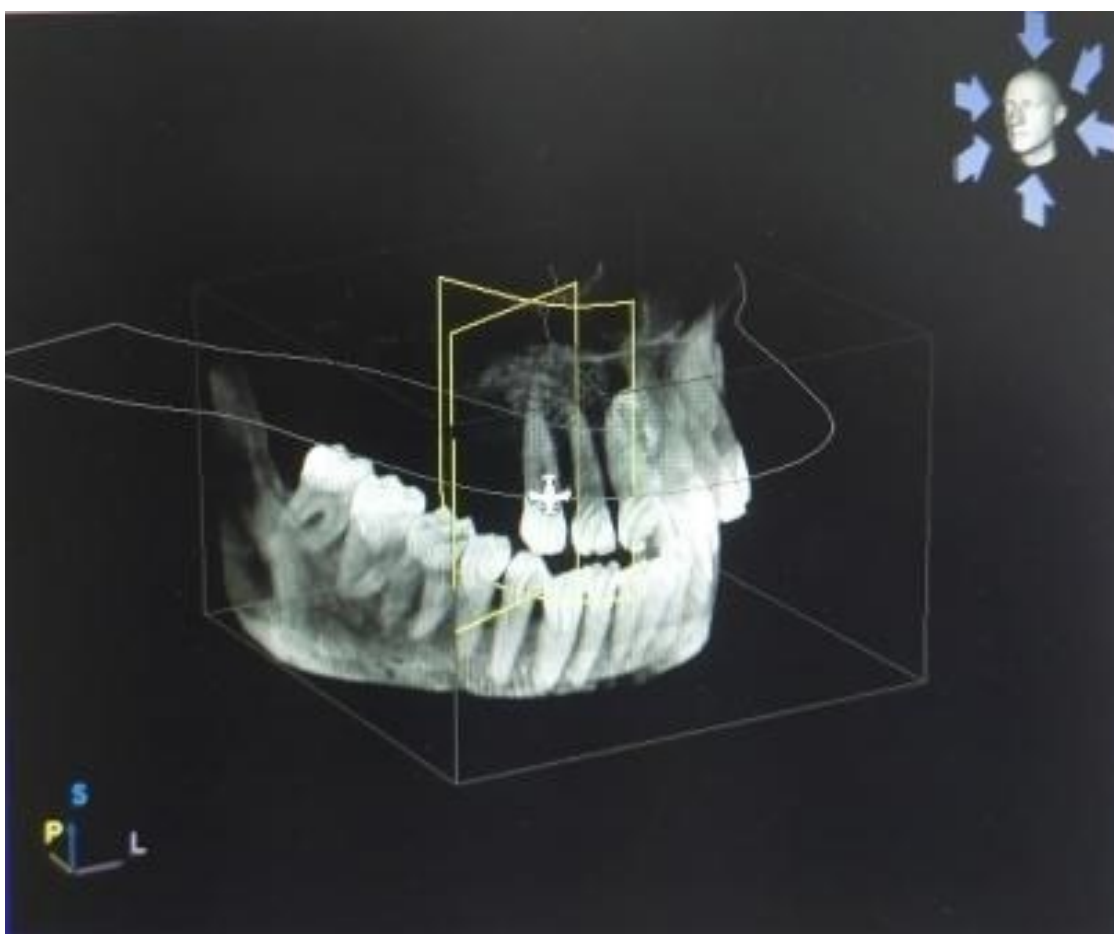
Imagem tridimensional capturada por CBCT.
